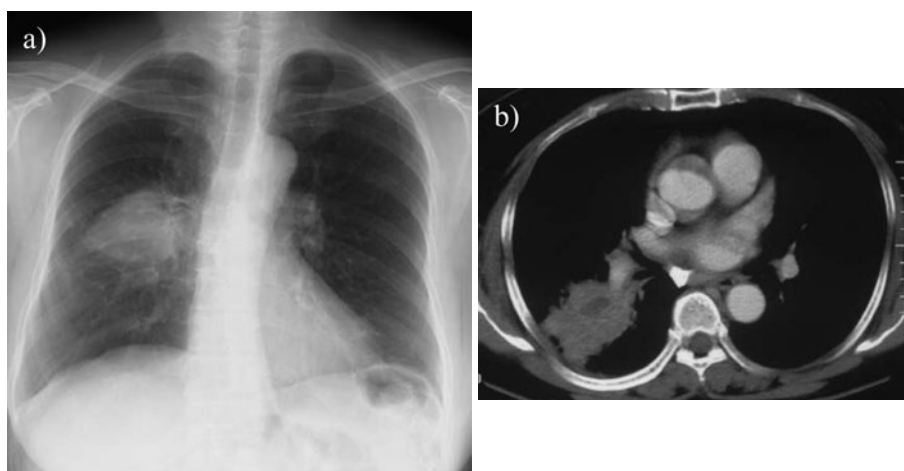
(a) Chest radiograph on admission, showing a nodular shadow in the right-middle lung field. (b) Chest CT scan on admission, revealing an irregularly shaped mass lesion of the right lower lobe (Case 1).
